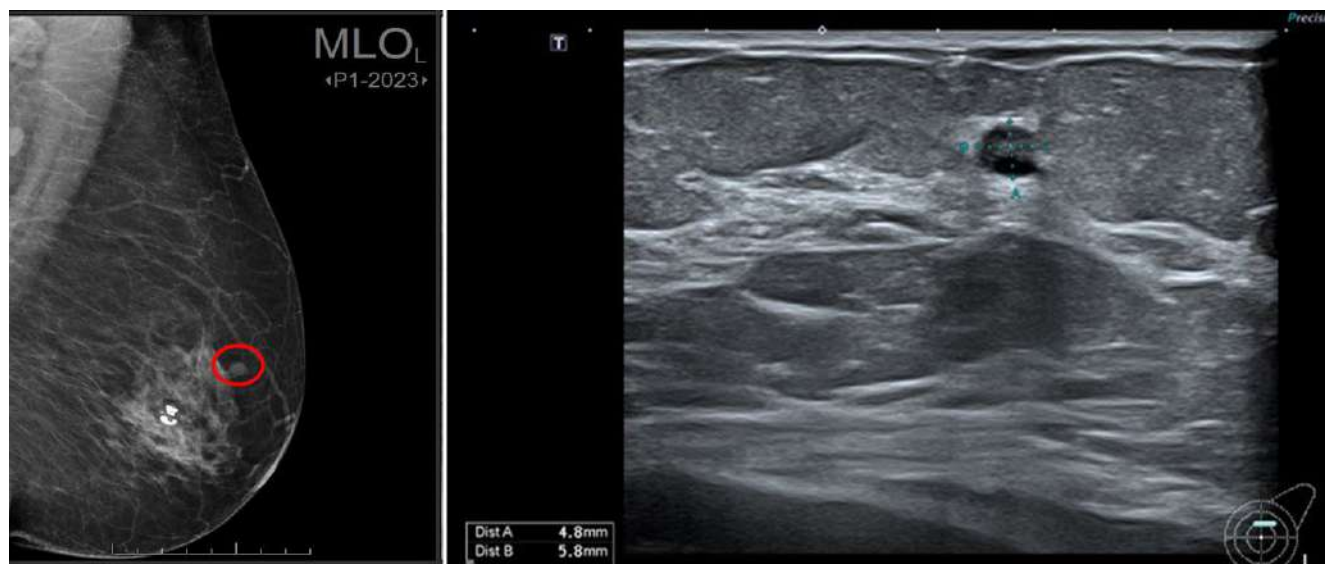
Imatge de la mamografia de la ecografia passant de manifest la presència d'una lesió quística complexa de petita grandària.
